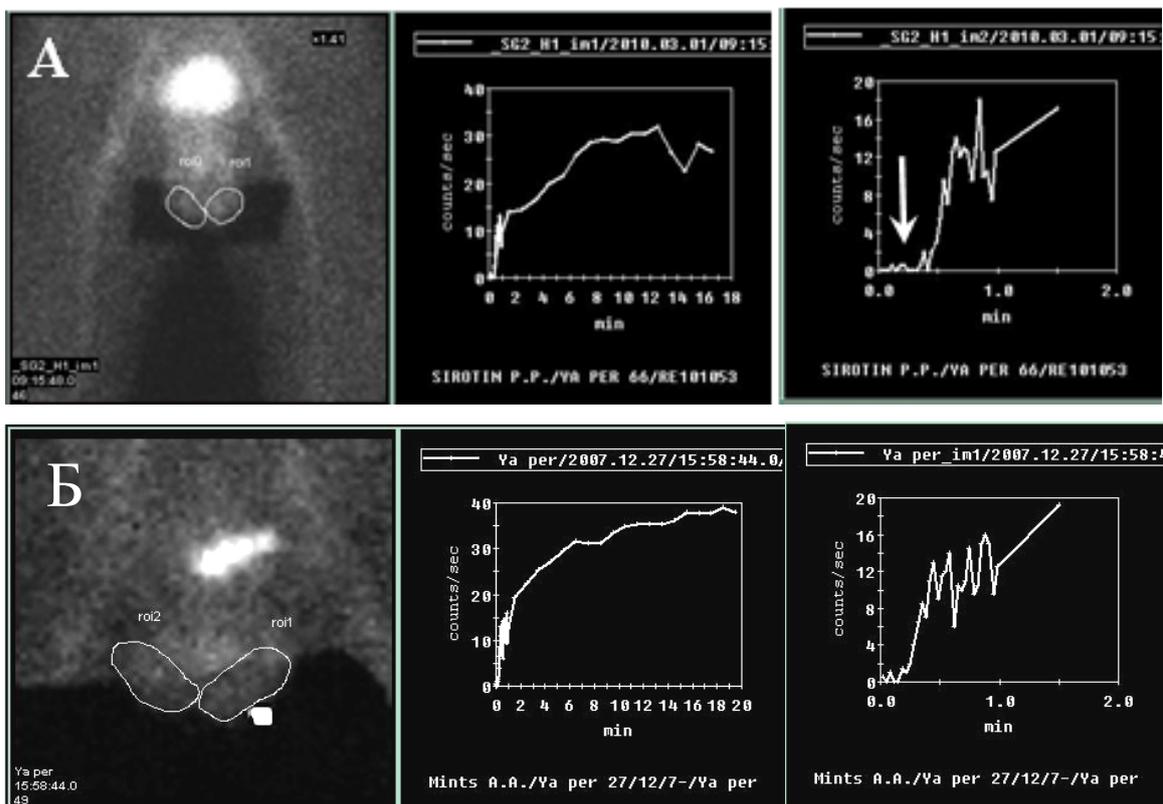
Динамическая орхисцинтиграфия: А- нарушение артериального кровотока яичка (стрелкой отмечено замедление артериального притока в виде снижения времени накопления изотопа - Тс пертехнетата до 29 с); Б - отсутствие нарушения перфузии, асимметрии объема функционирующей ткани яичка.
